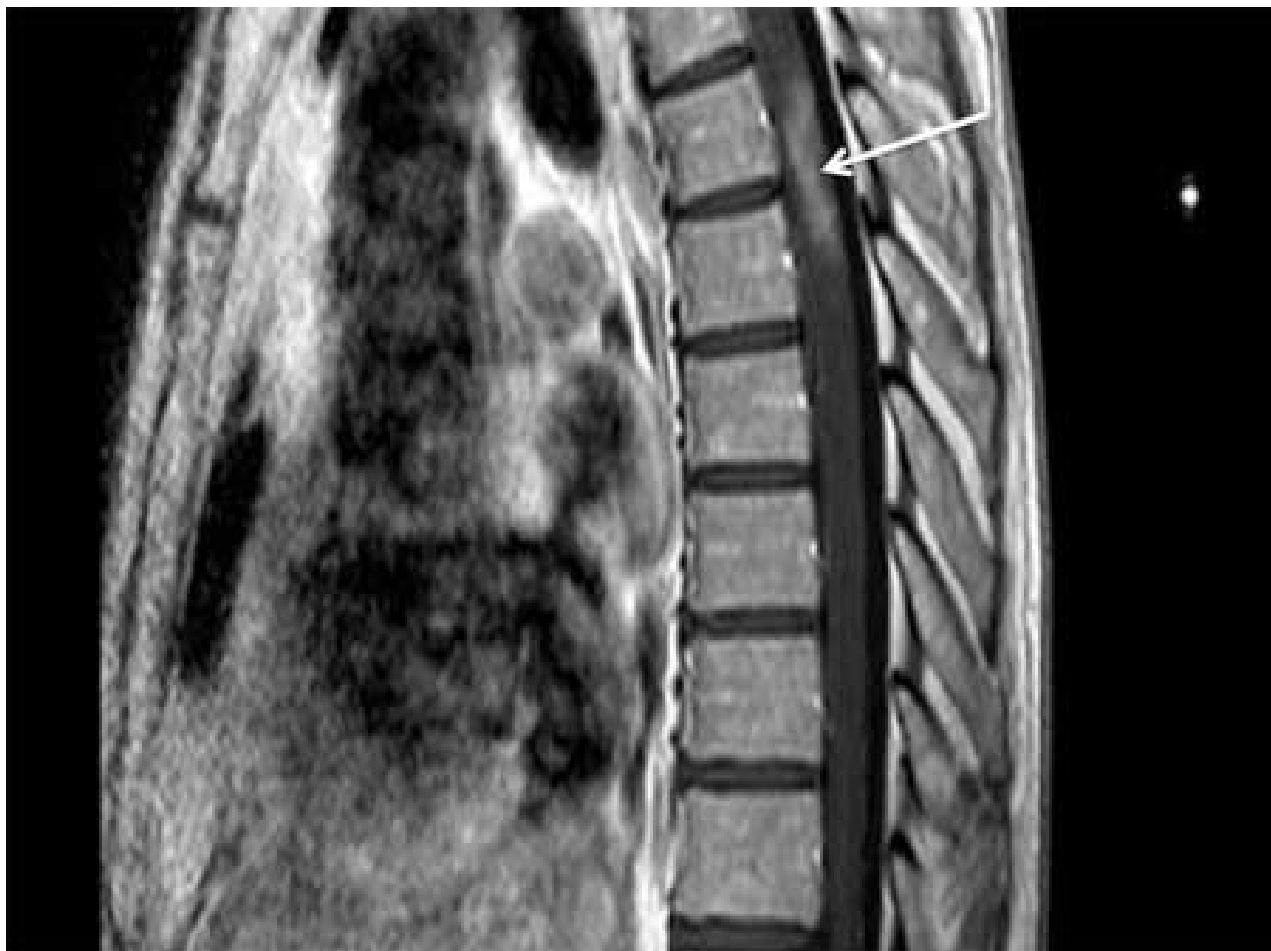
Ressonância nuclear magnética (RNM) ponderada em T1 sagital mostrando realce de lesão relacionada à neuromielite óptica
